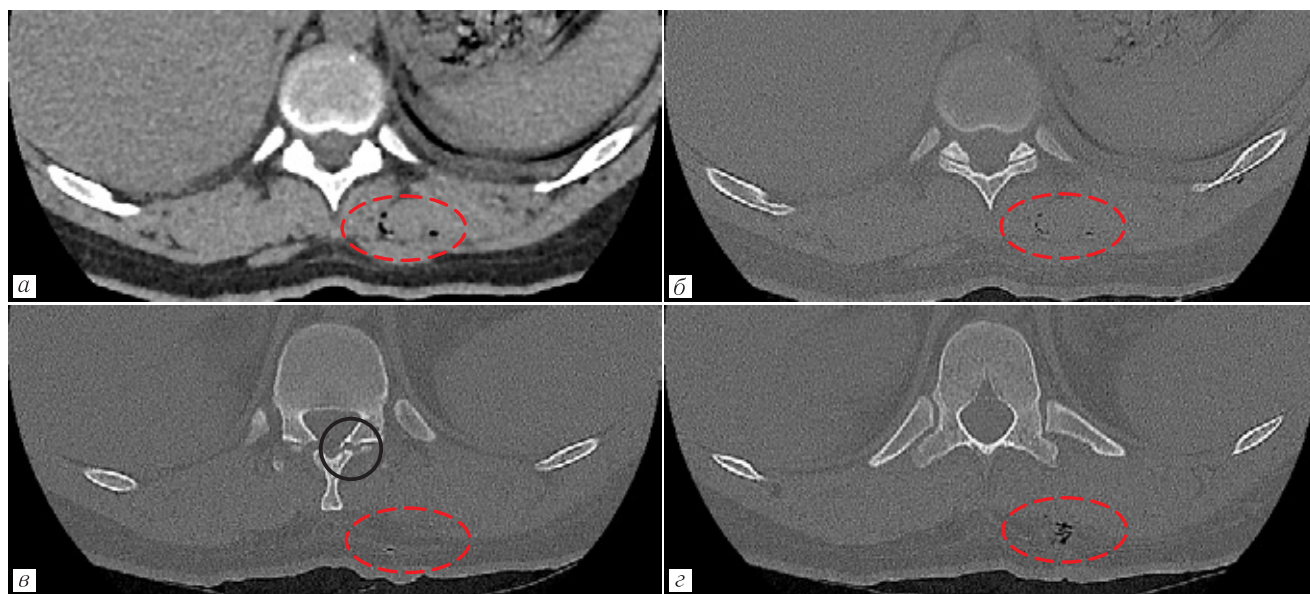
КТ грудного отдела позвоночника. Аксиальная плоскость. Мягкотканное окно (а). Костное окно (б, в, г). Ход раневого канала слева на уровне Th₁₁–Th₁₂. По ходу раневого канала отмечается включение пузырьков газа (а, б, в, г — красный овал). Детализируется мелкий, краевой дефект дужки Th₁₂ слева (в — черный круг)
